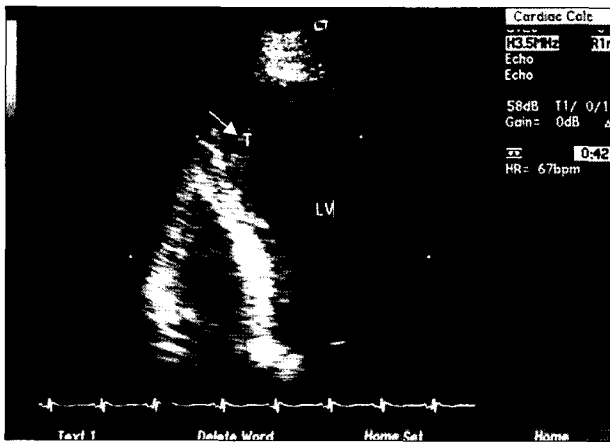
Preoperative 2-D echocardiogram shows the large thrombus attached to the apicoseptal portion of the aneurysmally dilated left ventricle (arrow). LV, Left ventricle; T, Thrombus.
